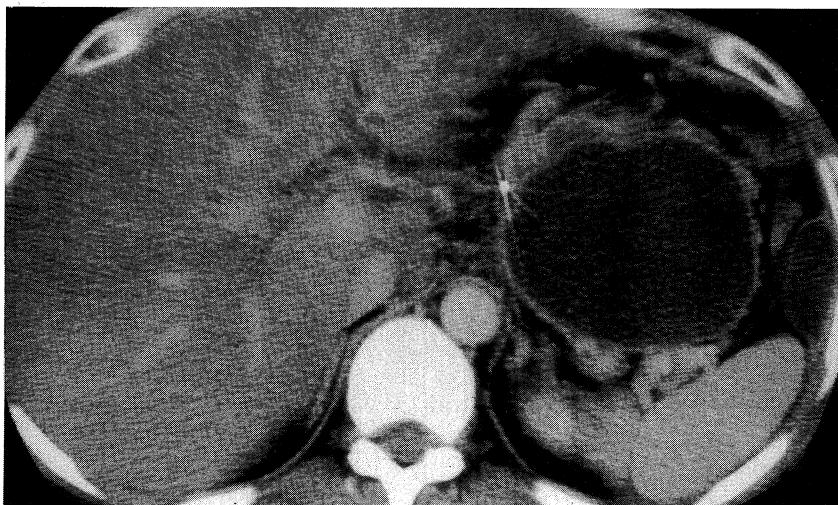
Enhanced CT performed on the 8th day after admission shows a giant pancreatic pseudocyst occupying the left abdominal cavity. The wall of the cyst is thin without internal septum.
